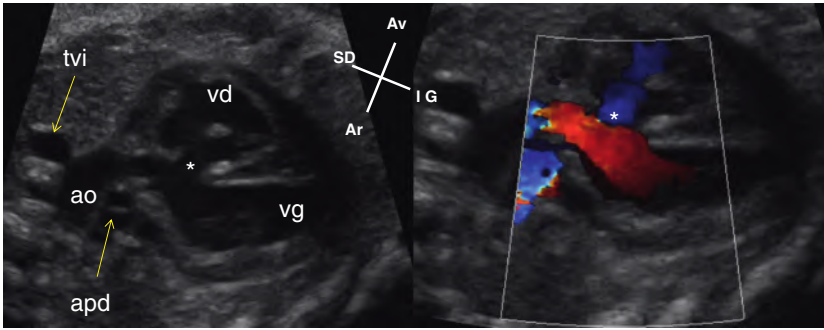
Large communication interventriculaire sous-aortique (*) en incidence longitudinale par les cavités gauches. Le Doppler couleur confirme la présence d'un shunt interventriculaire qui est dirigé du ventricule droit (vd) vers le ventricule gauche (vg) car codé en bleu. ao : aorte; apd : artère pulmonaire droite; tvi : tronç veineux inominé.
